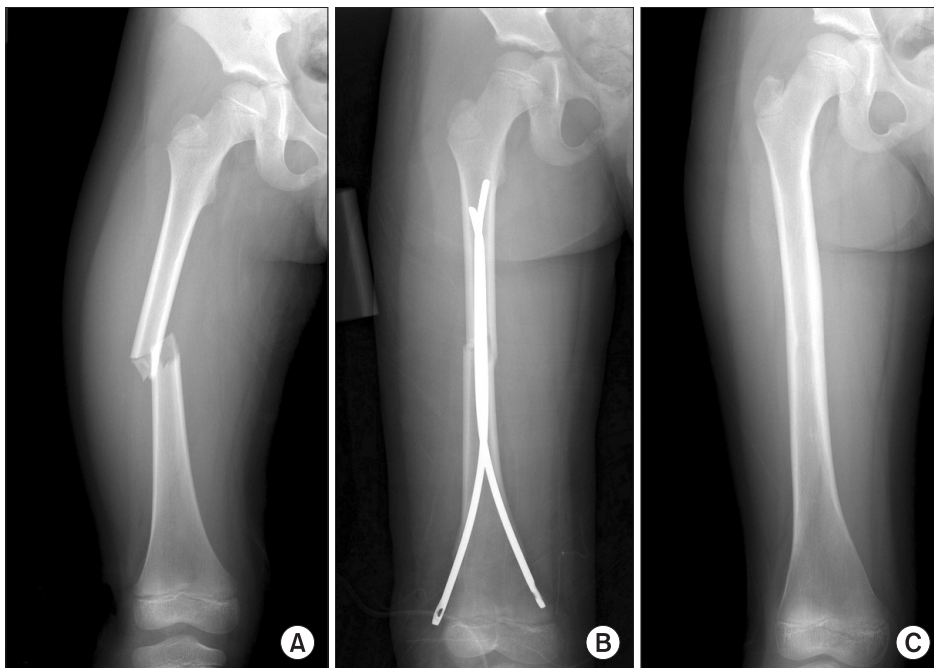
(A) A transverse diaphyseal femoral fracture in a 7-year-old boy. (B) Flexible intramedullary nail was applied. (C) Radiograph at 14 months after the fracture.
